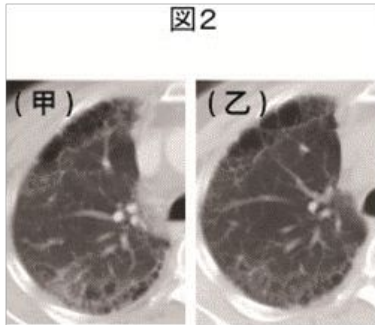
rituximab 治療直前(甲)と治療半年後(乙)の胸部 CT 画像。
